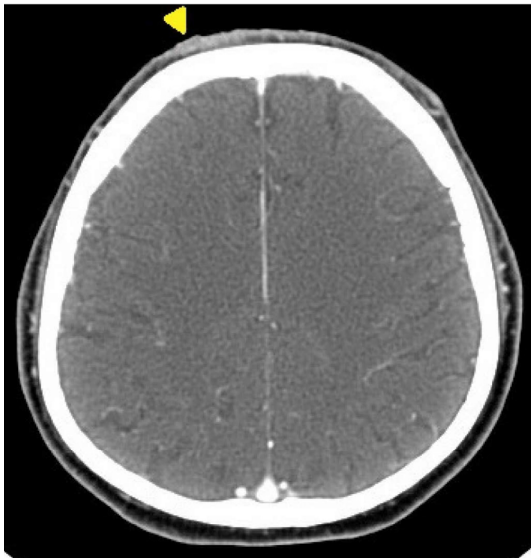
The computed tomography shows the cutaneous lesion (white triangle). Otherwise, no evidence of metastasis, bone involvement, and lymph node enlargement found in the CT scans covering the head, neck, and chest region.
